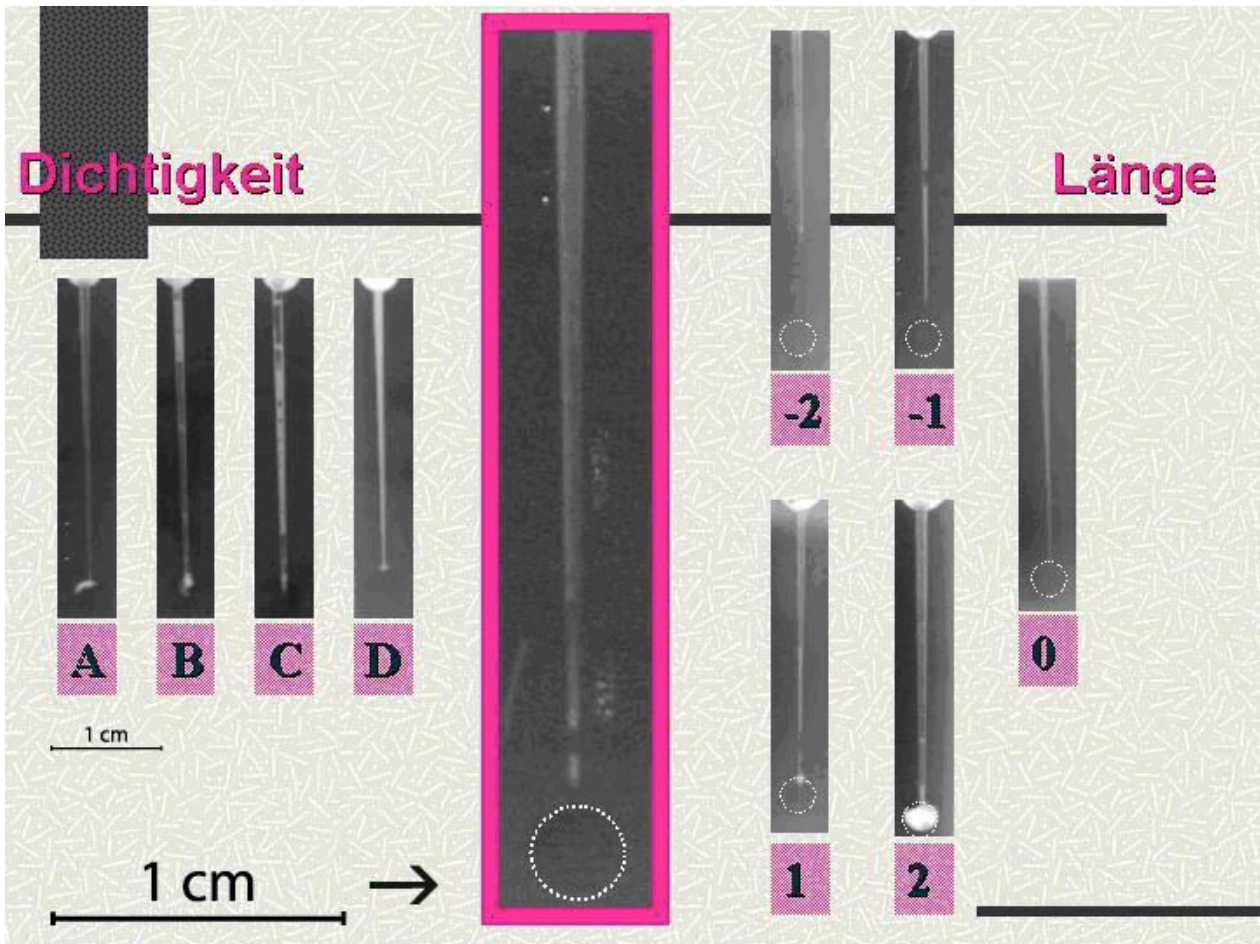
Präsentation der zu beurteilenden Röntgenbilder (mittig, groß dargestellt) mit Referenzwurzelfüllungen zur Dichtigkeit (linke Bildhälfte: Kategorien A, B, C, D) und zur Länge (rechte Bildhälfte: Kategorien -2, -1, 0, 1, 2)
